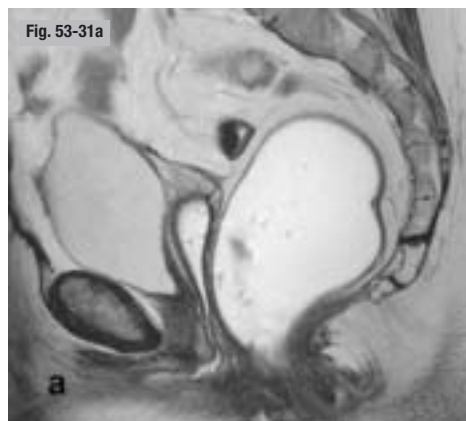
Anisme. IRM pelvienne dynamique. a) Au repos. b) En poussée. Anisme associé à un étirement des muscles iliococcygiens (b, flèche).
